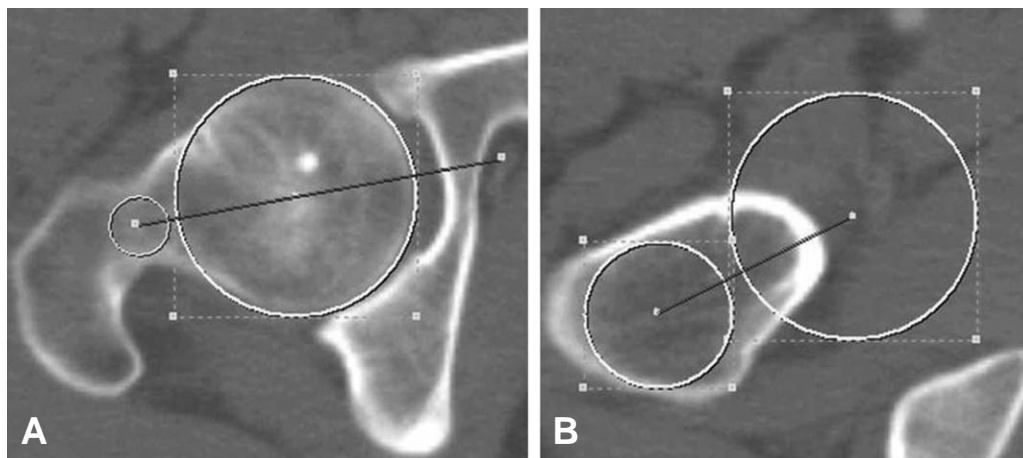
(A) Femoral neck axis of method 1 was drawn femoral neck center using of CT image on proximal-most neck confluence slice level and superimposed femoral head center. (B) Femoral neck axis of method 2 was drawn using the center of the base of the femoral neck and superimposed femoral head center.
